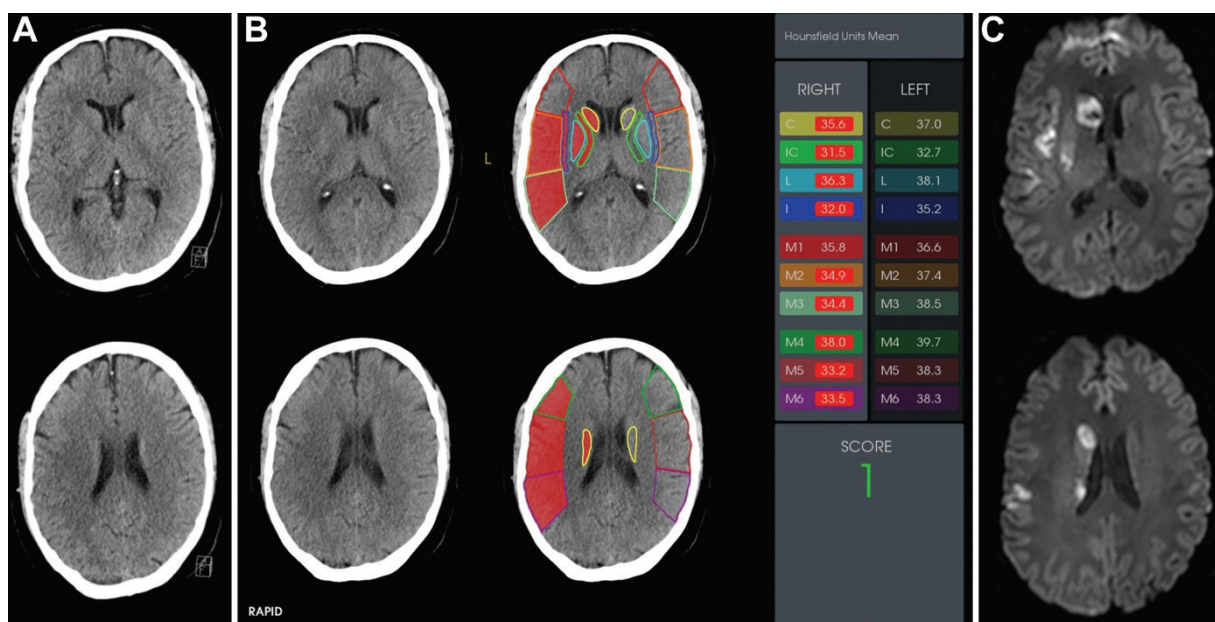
A und B: axiale CT Bildgebung, C: axiale diffusionsgewichtete MRT Bildgebung (DWI) eines 61-jährigen Mannes mit rechtshemisphärischem Schlaganfall aufgrund eines M1-Segmentverschlusses der A. cerebri Media (ACM). A: Beide Neuroradiologen erzielten ASPECTS von 8. B: automatisierte Software RAPID erzielte ASPECTS von 1. Der Goldstandard ASPECTS entsprach 6. C: Dieser Patient wurde thrombektomiert und erreichte letztlich einen ASPECTS von 6 in der diffusionsgewichteten Bildgebung (DWI) mit multiplen fleckenhaften Läsionen im ACM-Gebiet und einem günstigen klinischen Outcome. In der akuten CT Bildgebung sind große hypodense Areale deutlich sichtbar und sie wurden anhand von der Bestimmung niedriger Hounsfield Units bestätigt (siehe Hounsfield Units Werte in B). Allerdings erscheinen einige dieser hypodensen Gebiete in der Verlaufs-MRT-Bildgebung normal, was auf eine Reversibilität durch erfolgreiche Rekanalisation schließen lässt.
